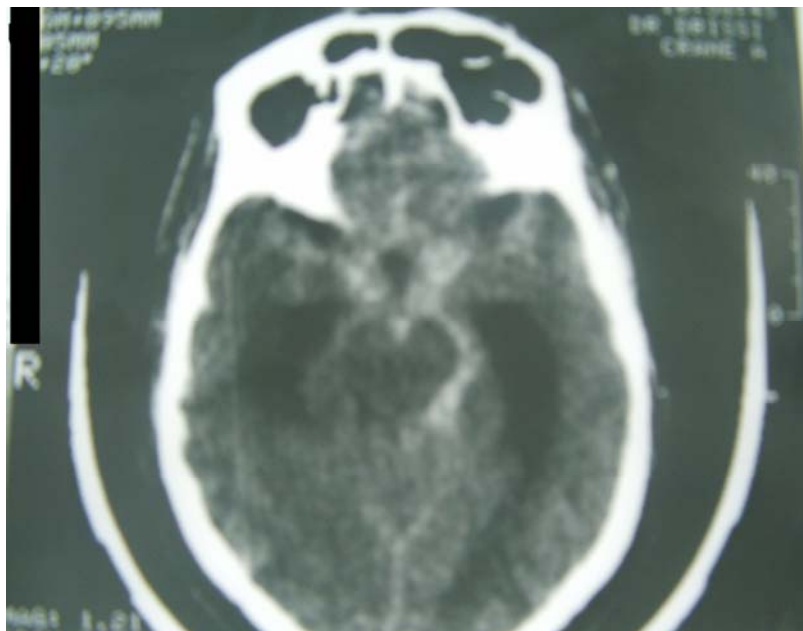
TDM cérébrale en coupe axiale montrant une hémorragie méningée avec une dilatation ventriculaire.
